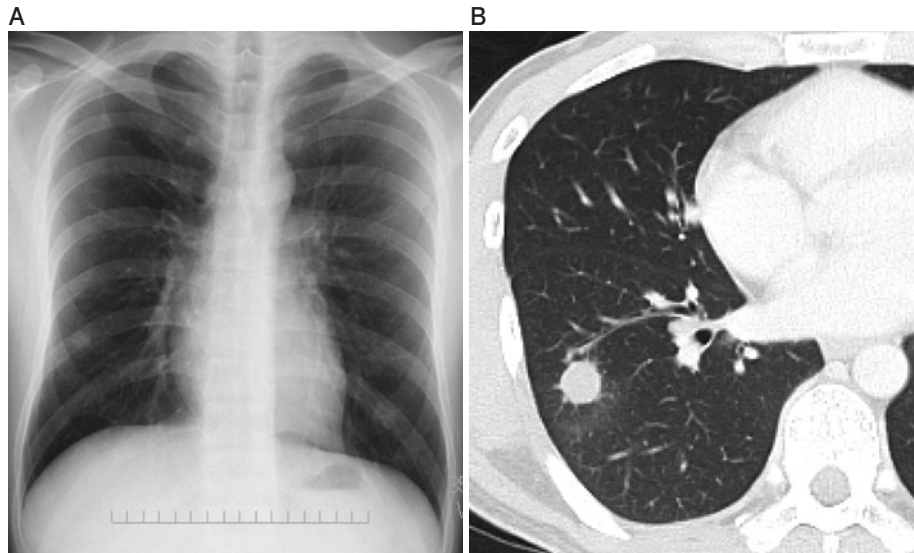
(A) Chest X-ray film showed a nodular shadow on the right lower part of the lung. (B) Chest CT showed a 14 mm nodular shadow on the right lung (S<sup>9</sup>). Neither calcification of the inner portion of the nodule nor mediastinal lymph node enlargement was observed.
